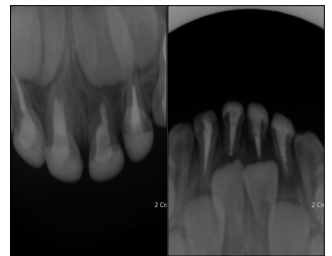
Intraoral radiograph 1 year after treatment.
